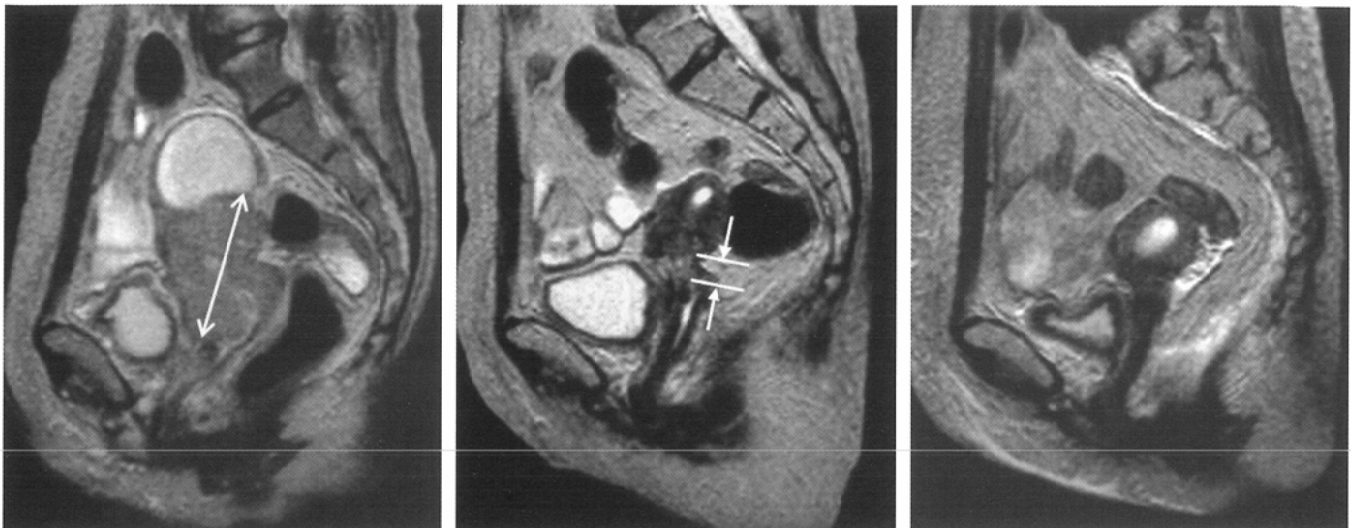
A 61-year-old woman with stage IIIB cervical cancer. The images show sagittal T2-weighted MR images with the largest tumor cross-section.
